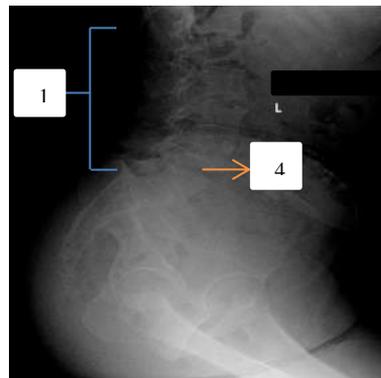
Hasil radiograf proyeksi lateral Ny. Y
